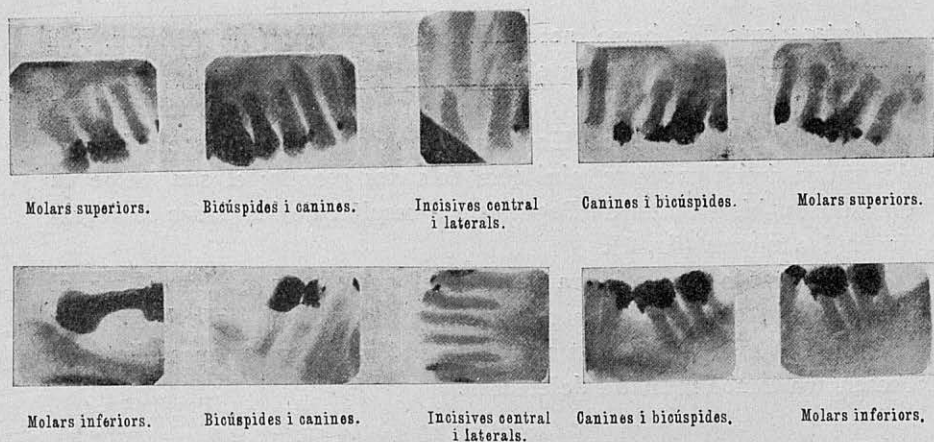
Radiografies intrabucals que permeten de veure la degeneració quística de l'apex, dels maxil·lars superiors i de llurs dents. Hom pot veure-hi rarefacció i ossificació. Els apex de les dents presenten tumuracions nuoses (exòstosis) i esclerosi. El maxil·lar inferior i les seves dents són normals, exceptuant-ne l'atac periapical de la tercera molar inferior esquerra.
